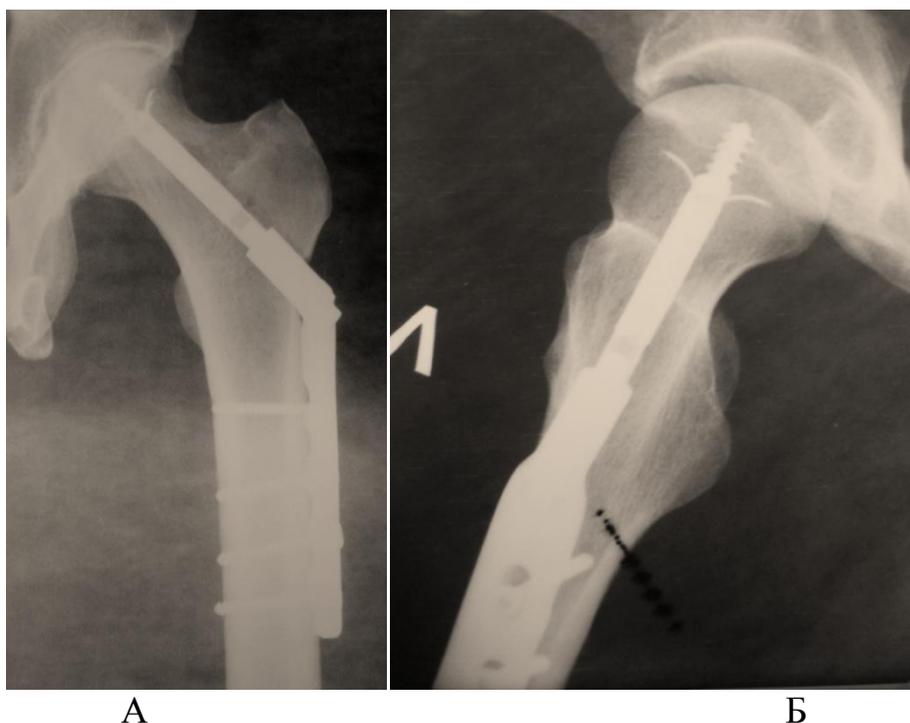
Рентгенограммы пациента С. через 12 месяцев с момента операции: а) прямая проекция; б) аксиальная проекция.
